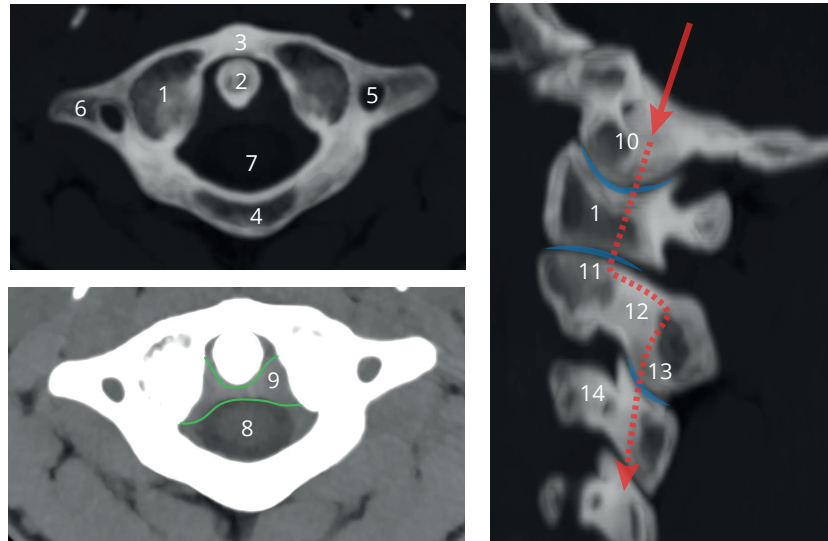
Images au CT-scan : au-dessus, coupe passant par C1-C2 en contraste osseux ; en-dessous, même coupe en contraste tissus mous. Notez les contours du ligament transverse (vert). Sur l'image de droite, on visualise le décalage des facettes articulaires entre l'occiput et C3 et ceci définit les isthmes (pars) de C2.
